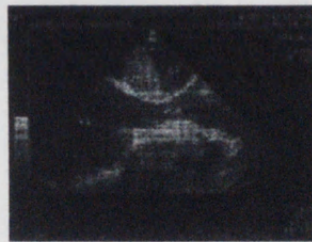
Kontinuálně dopplerovský záznam trikuspidální regurgitace, vrcholový gradient (85 mm Hg) svědčí pro těžkou hypertenzi v plicnici (PK - pravá komora, PS - pravá síň, LK - levá komora, LS - levá síň).
